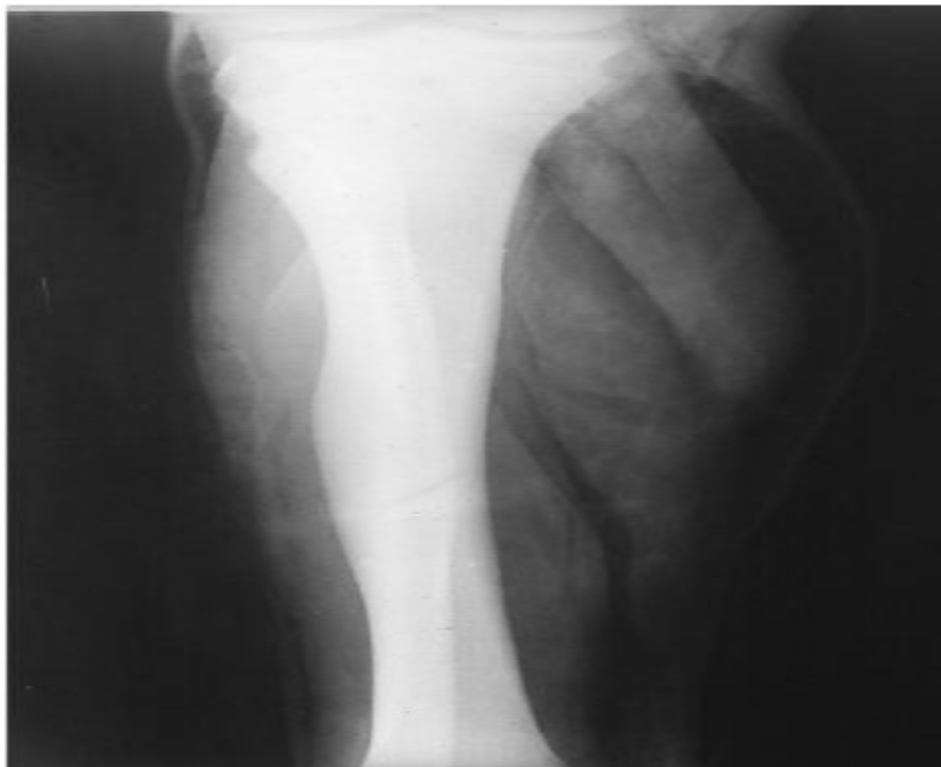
Radiographie de jambe de face (Présence de gaz diffusant en quantité dans Les fascias) [139].
